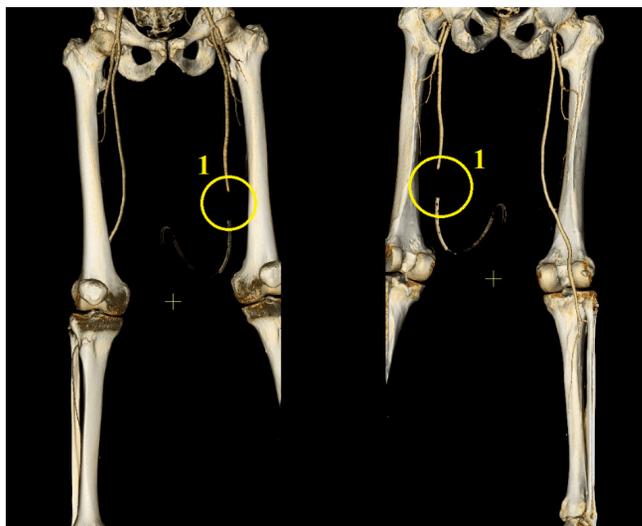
КТ АГ артерий нижних конечностей перед третьей тромбэктомией из артерий левой нижней конечности.
